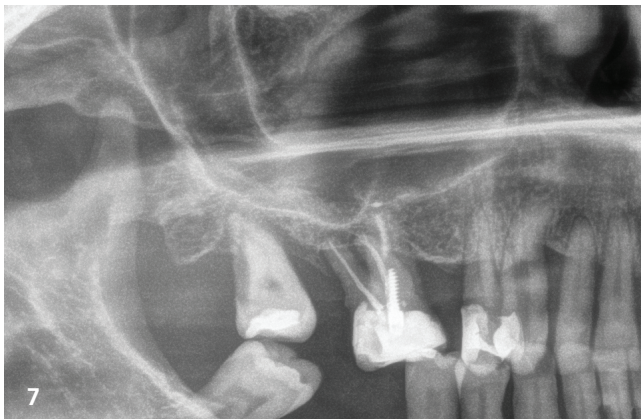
Ausgangsröntgenaufnahme der Zähne 16 und 18 mit schlechter Prognose, was eine Extraktion erforderlich macht. – Abb. 8: DVT-Planungsschnitt zeigt vertikale Knochenatrophie an Zahn 16 mit einer Resthöhe von 3,2 mm. – Abb. 9: Implantatplanung. – Abb. 10: Postoperative Röntgenaufnahme des eingesetzten Implantats und des deutlich sichtbaren vertikalen Knochenzuwachses durch transkrestale Augmentation mit autologem Knochen. – Abb. 11: Die DVT-Kontrollaufnahme nach sechs Monaten zeigt die Konsolidierung des Transplantats zum Zeitpunkt der Implantatbelastung. Die Kammhöhe stieg von unter 4 mm auf 10,5 mm. – Abb. 12: Röntgenaufnahme mit provisorischer Belastungsprothese nach der zweiten chirurgischen Phase. – Abb. 13: Röntgenaufnahme mit definitiver Prothese zeigt vollständige Konsolidierung des Transplantats und einen deutlichen Knochenzuwachs über die Implantatspitze hinaus. – Abb. 14: Röntgenaufnahme nach zehn Jahren zeigt die langfristige Stabilität der Behandlung mit dauerhaftem Knochenhöhenzuwachs, besonders deutlich im distalen Bereich.
